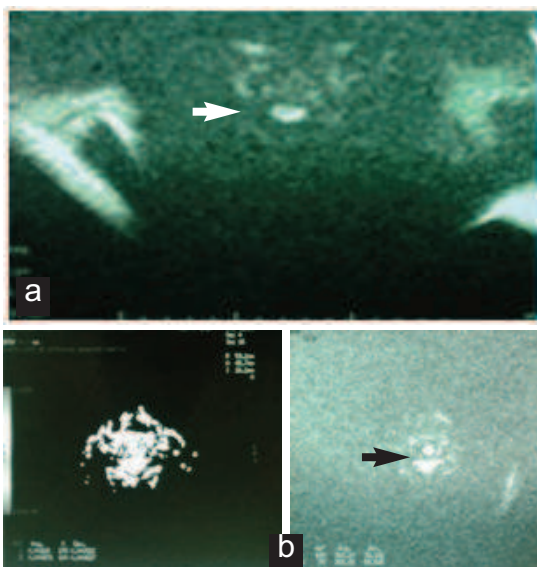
Cartographie de l'IRM de diffusion (a) initiation de la diffusion (b) cartographie couleur de l'extension de la diffusion permettant de calculer le coefficient de diffusion à l'aide d'un logiciel.
